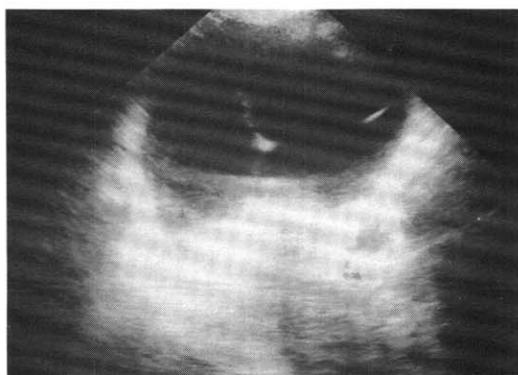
Chest sonogram shows pleural effusion with linear septa in the hemithorax.
